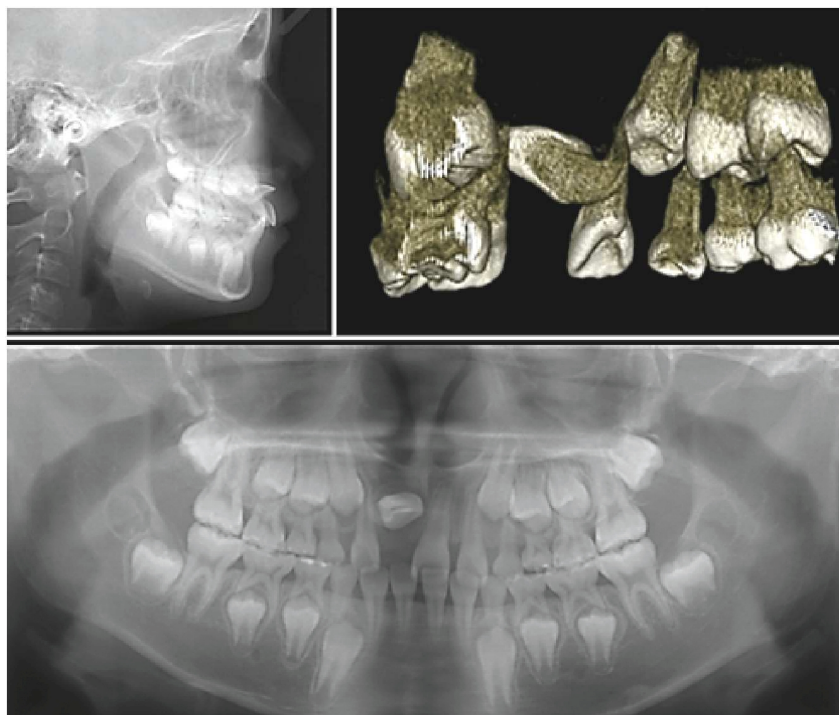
Пациент А., 9 лет. ДЦП в сочетании с умственной отсталостью средней степени. ТРГ, реконструкция КЛКТ и панорамная рентгенограмма, дистопия и ретенция 11 фолликула
